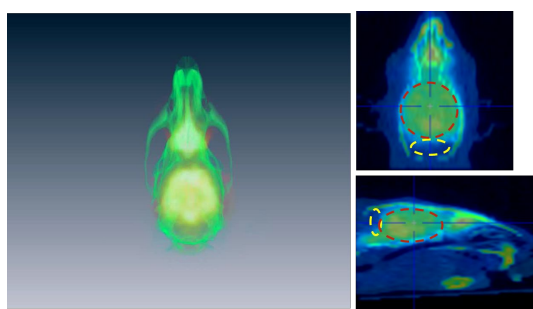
セロトニントランスポーターのリガンド ^{11}C DASBによる定量PETイメージング
